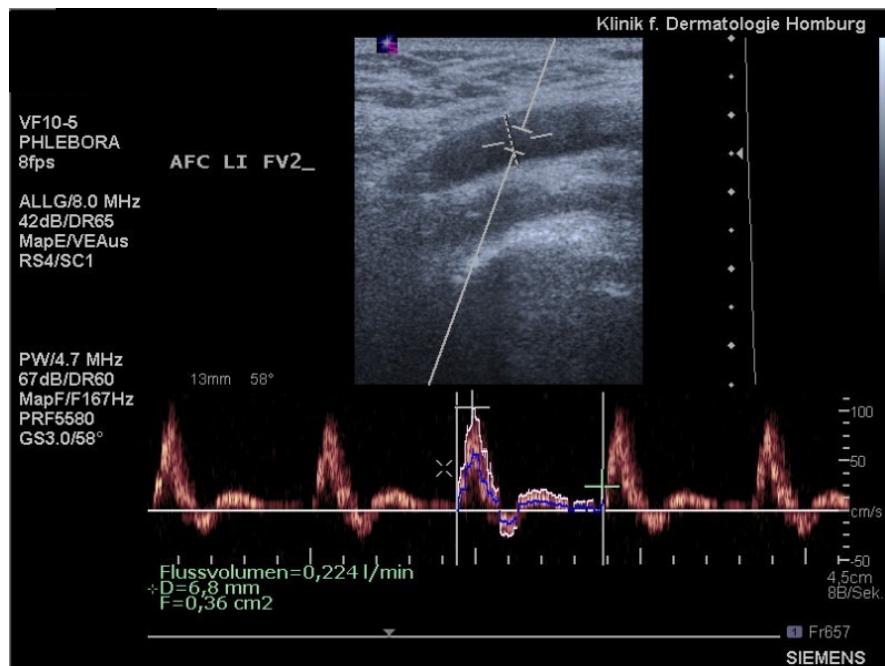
Messung des arteriellen Flussvolumens (Stromzeitvolumen) mittels Duplexsonographie
